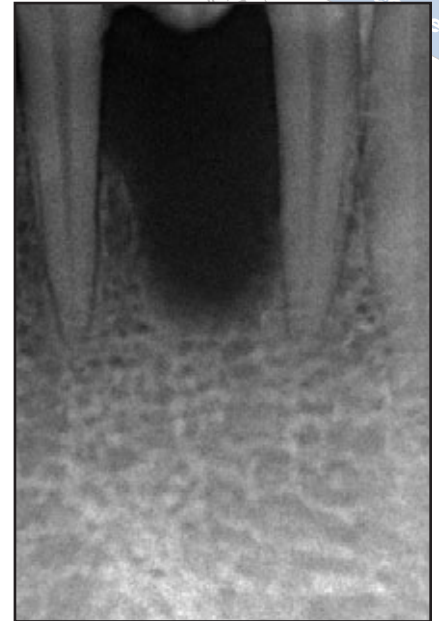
(rechts) Röntgenbild zum Zeitpunkt des regenerativen Eingriffs. In der Alveole ist die Resorption des Knochenkamms auf das Niveau der Wurzelspitze der Nachbarzähne zu erkennen.
